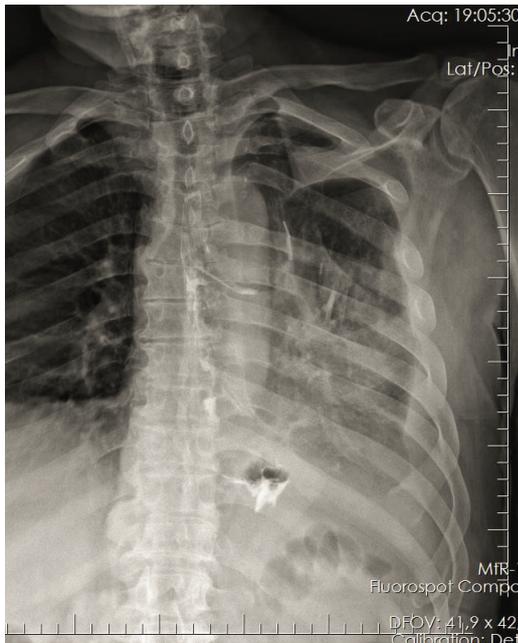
Рентгеноскопия и рентгенография глотки, пищевода с контрастированием
